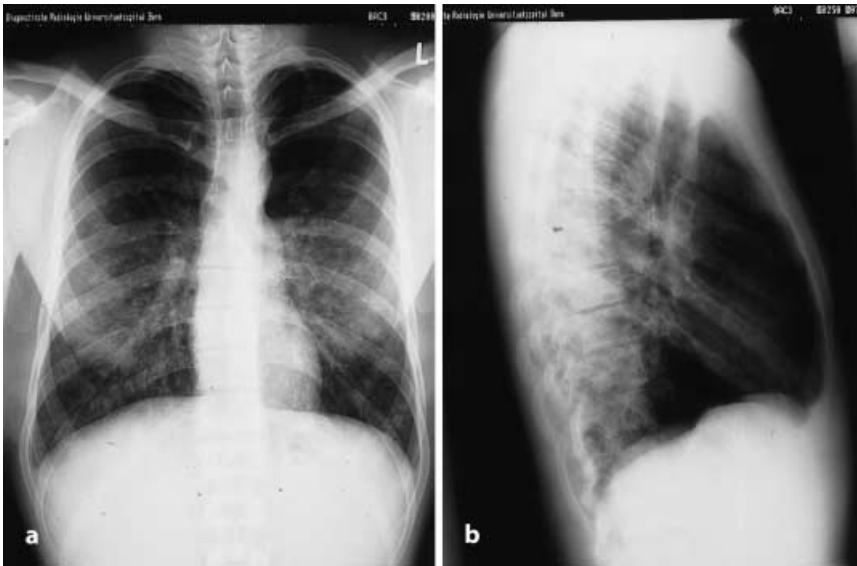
b ▲ Thoraxröntgen p.-a. (a) und seitlich (b). Vorwiegend azinäre und stellenweise auch interstitielle Transparenzminderungen in beiden Lungen. Keine hiläre Lymphadenopathie. Keine Pleuraergüsse. Kardial kompensiert
